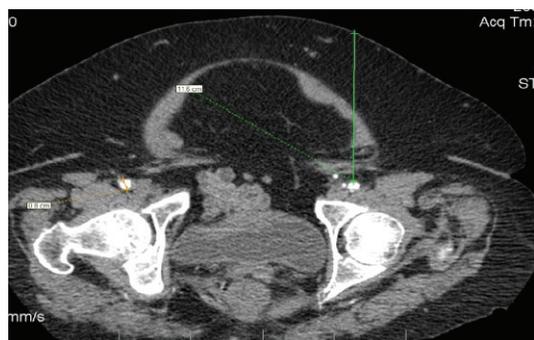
Imagen de una tomografía computada del sitio del acceso de la arteria femoral que revela severa obesidad y 11 cm de distancia desde la piel a la arteria femoral.
